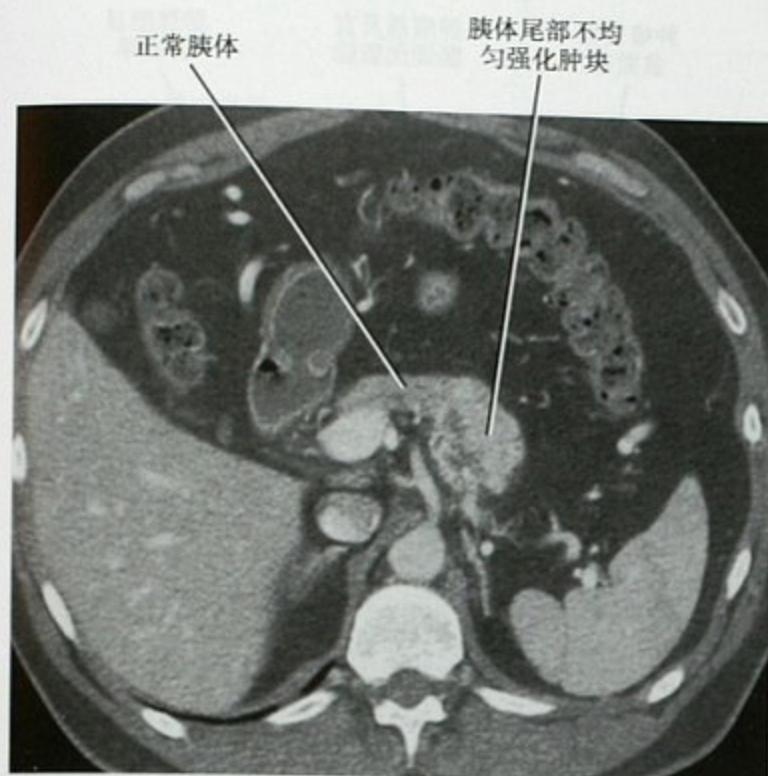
肾癌患者增强 CT 横断面,可见胰腺转移性肾癌
